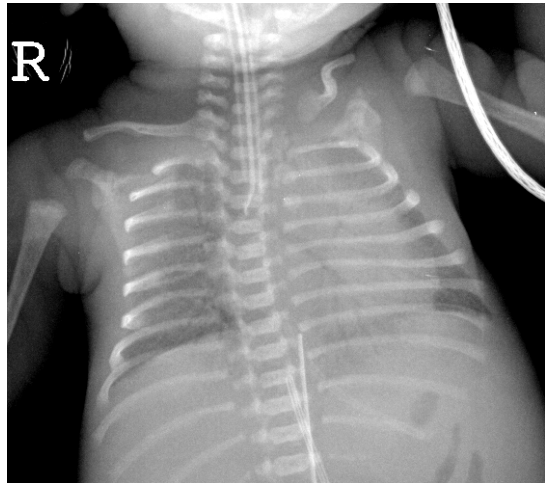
Chest X-ray on admission shows increased haziness at both lung fields.
